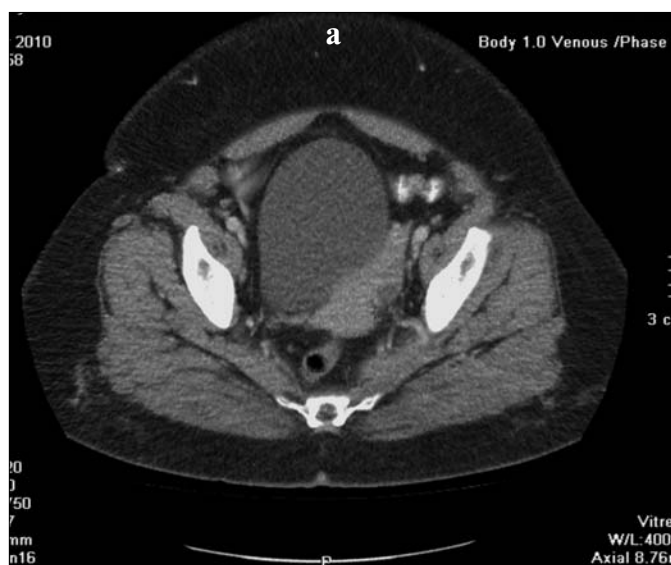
(а, б). Варіант топографо-анатомічних змін розташування органів малого тазу при лейоміомі матки у жінок з комбінованим типом ожирінням (спіральна комп'ютерна томографія)
